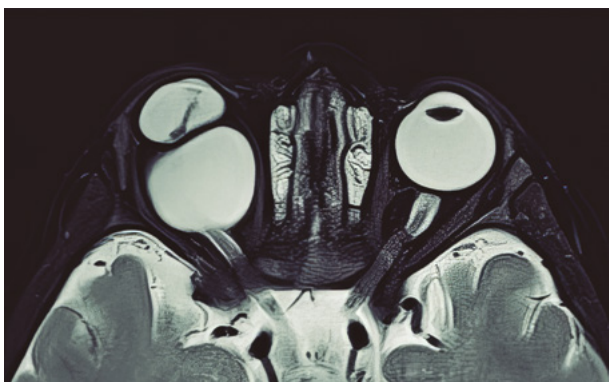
Resonancia magnética orbitaria en corte axial y secuencia STIR de microftalmos con quiste unilateral: globo ocular derecho deformado en la parte anterior y gran quiste en la parte posterior rodeando al nervio óptico.
